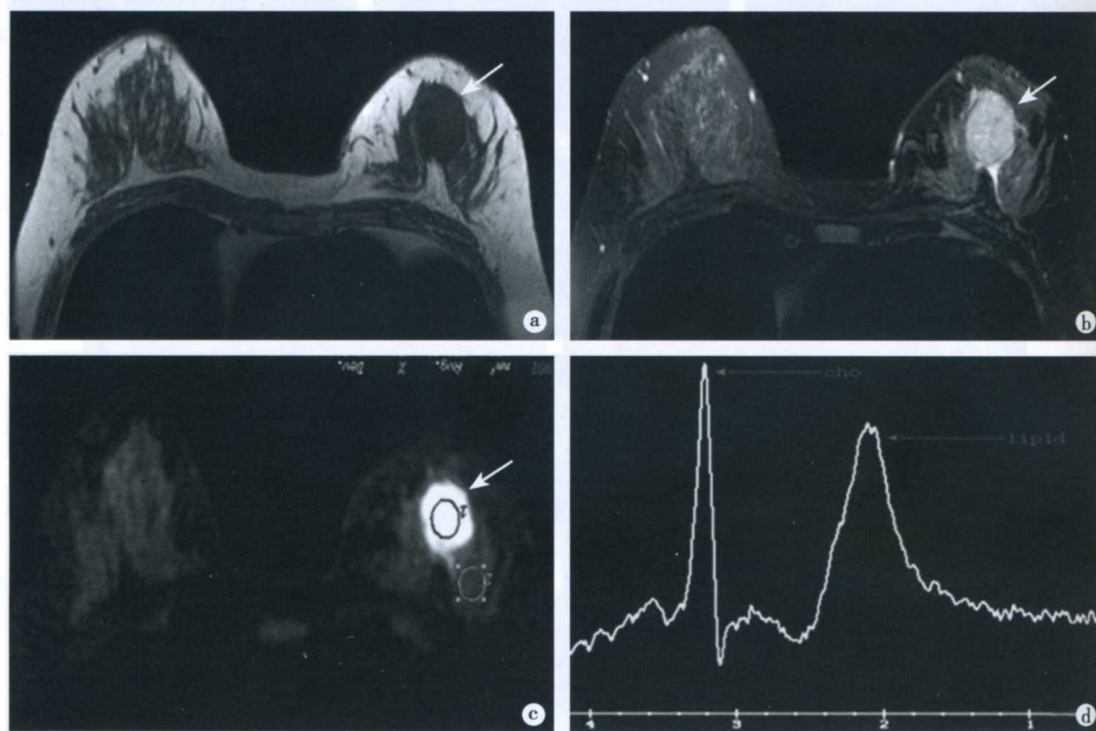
乳腺 MRI 平扫、DWI 和 MRS 检查(左侧乳腺癌)
